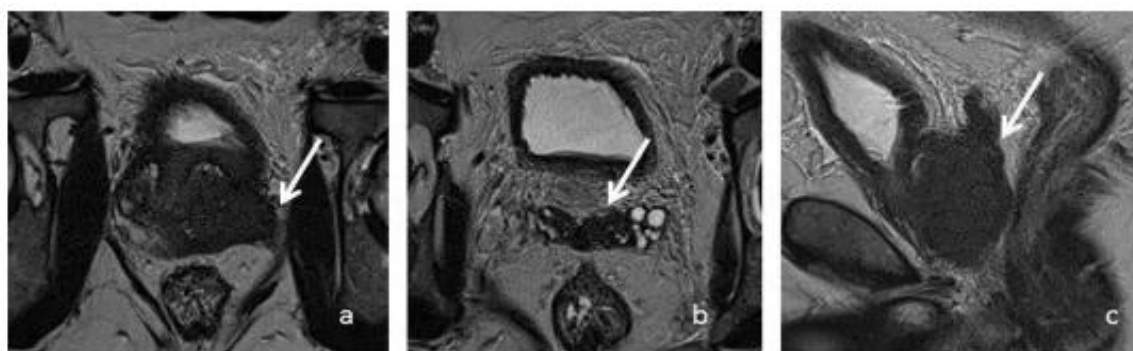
Bilan d'extension du cancer de prostate avant radiothérapie en IRM. Séquences axiale (a et b) et sagittale T2 (c) : lésion étendue à l'ensemble du lobe gauche et au secteur interne de la base droite, avec une extension franche à l'espace péri prostatique gauche (a) et aux vésicules séminales (b et c).*
